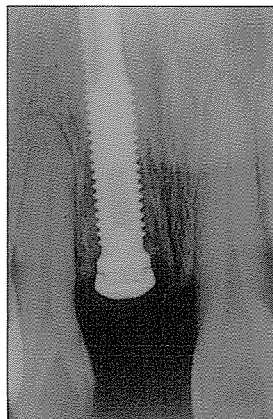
implant 식립 1주일후의 방사선 소견
